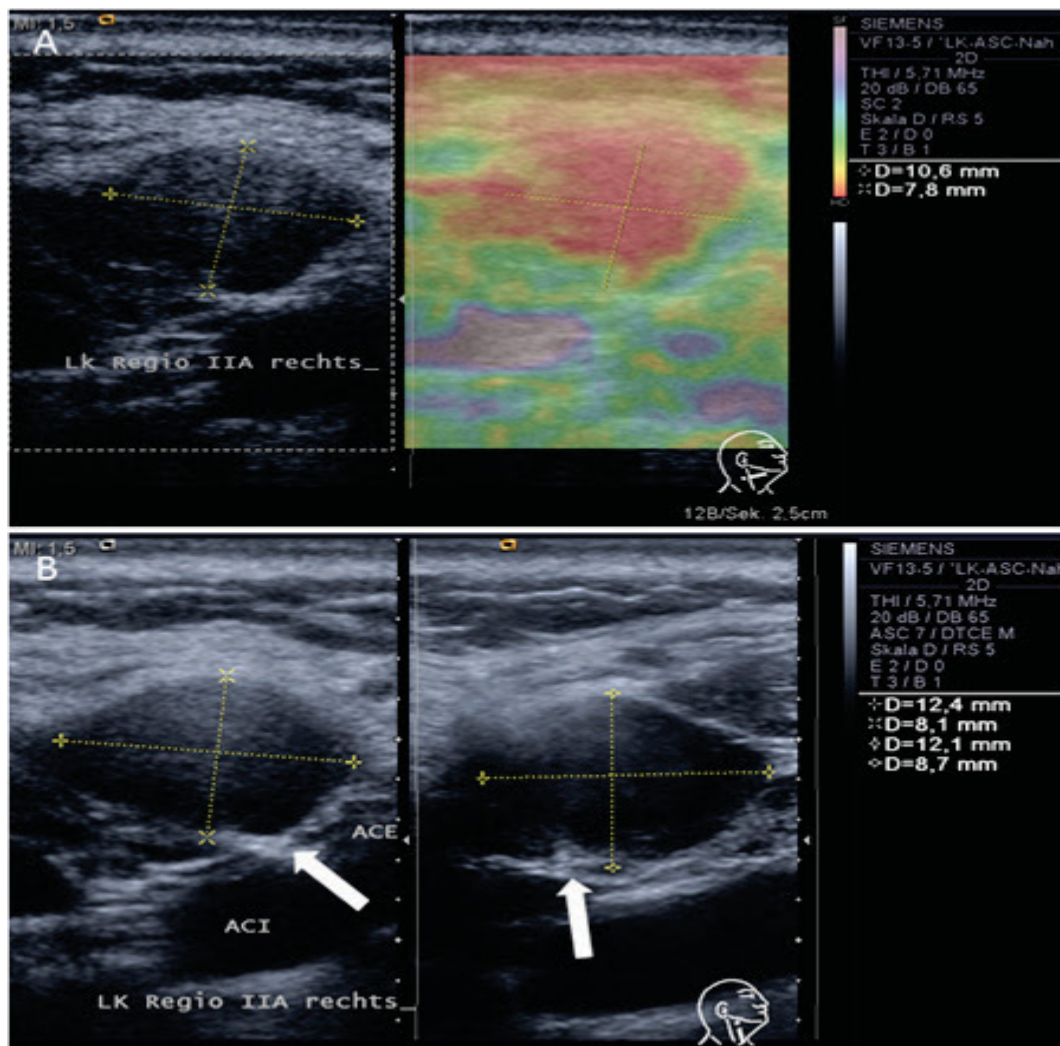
Darstellung einer Lymphknotenmetastase mittels Sonographie
